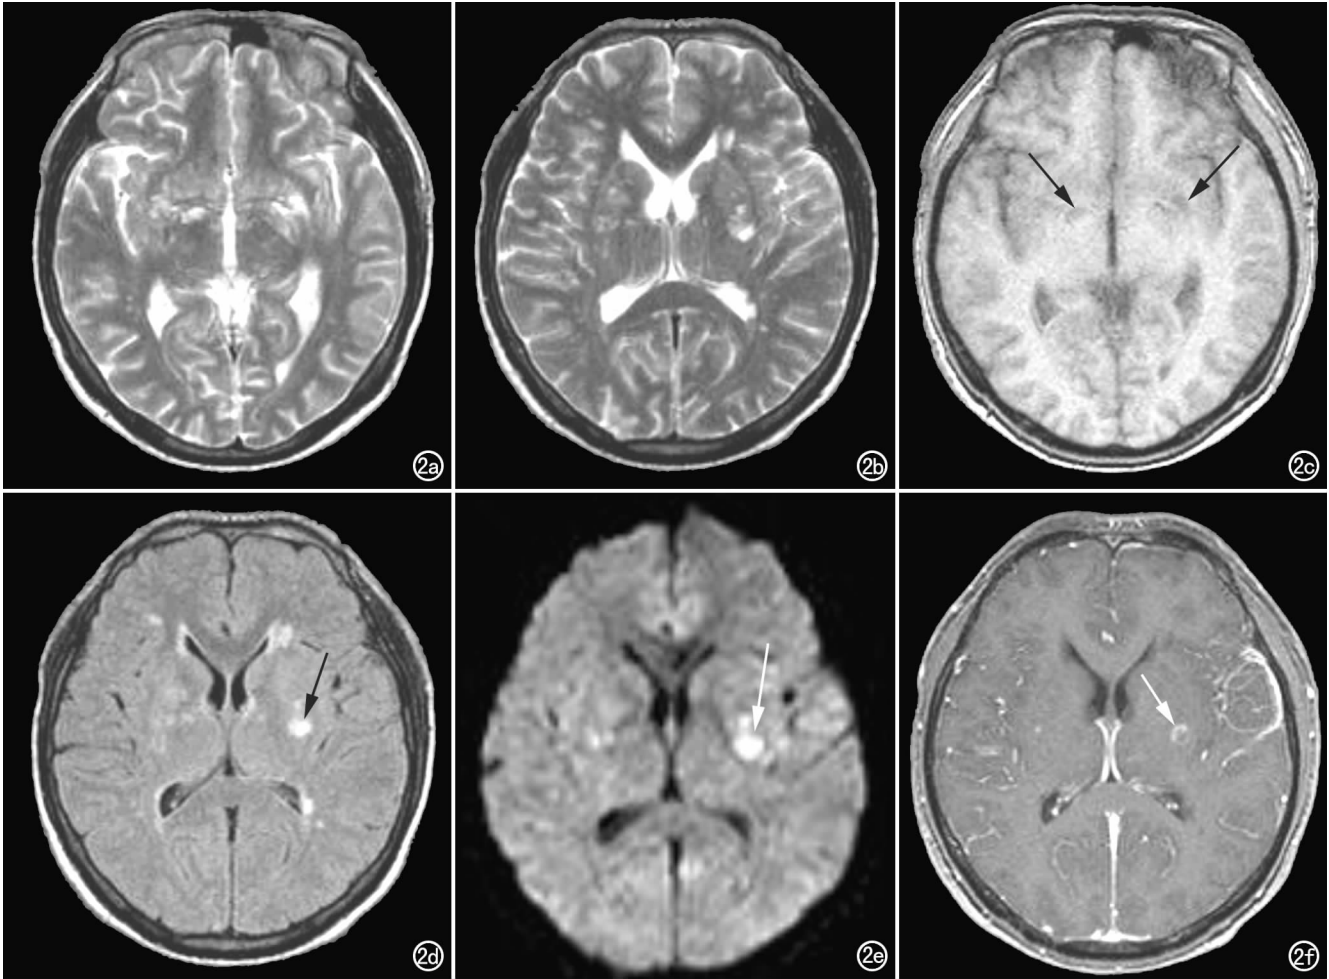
非 AIDS 患者, 男, 29 岁。a) T₂WI 示两侧基底节区多发点状高信号影, 提示 VR 间隙扩大; b) T₂WI 示两侧基底节区椭圆形高信号影, 提示胶样假囊形成; c) T₁WI 示两侧基底节区病变呈低信号影(箭); d) FLAIR 示两侧基底节区病变呈类圆形高信号影(箭); e) DWI 示两侧基底节区病变呈类圆形高信号影(箭); f) 增强 T₁WI 示左侧基底节区病灶呈环形强化(箭), 左侧颞部脑膜呈线样强化。
